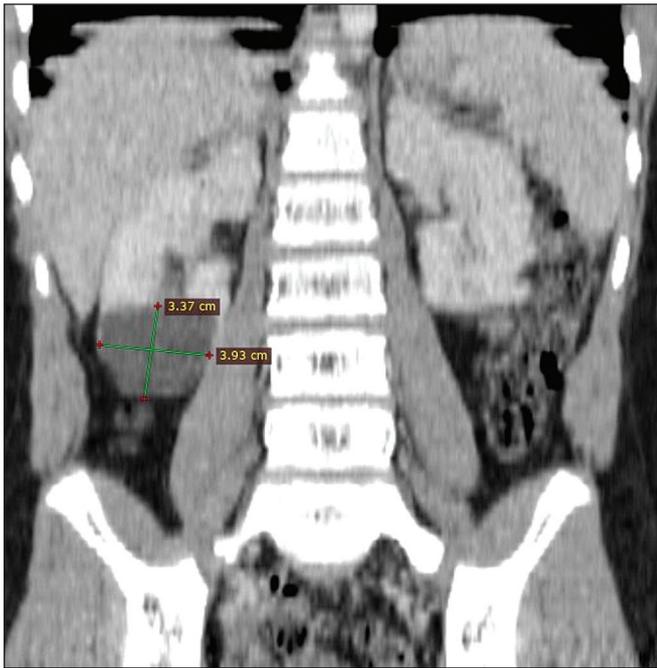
Компьютерная томография, фронтальный срез, мальчик Д., 12 лет.
